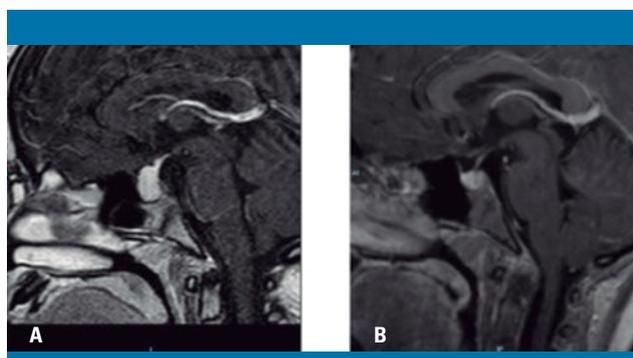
Resonancia magnética cerebral en el momento del diagnóstico (A) y tras 3 meses de tratamiento con levotiroxina (B)
